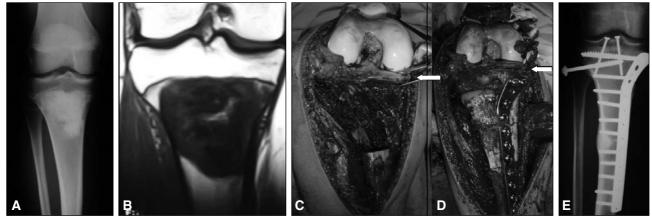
Ejemplo de una reconstrucción de tibia proximal con un aloinjerto intercalar de tibia, con conservación de la epífisis del paciente. A- B. Imágenes que evidencian un osteosarcoma de la tibia proximal sin afectación de la epífisis por parte del tumor. C. Imagen intraoperatoria del defecto óseo residual. Obsérvese la flecha que marca la conservación del platillo tibial del paciente. D. Imagen intraoperatoria donde se evidencia la reconstrucción con un aloinjerto interlacar. La flecha señala la unión donante-receptor a nivel de la epífisis tibial. C. Radiografía luego de 8 años de la operación que muestra la consolidación de ambas osteotomías (distal y proximal).
